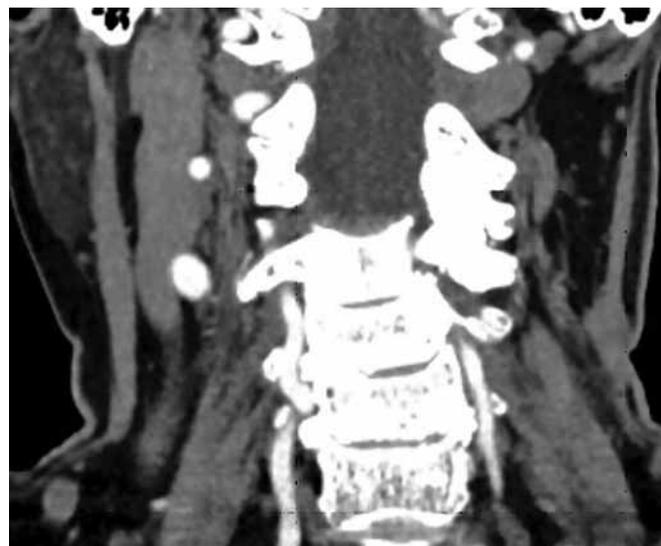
КТ шеи. Уменьшение размеров и количества видимых ранее периферических (шейных и подчелюстных) лимфатических узлов слева, однако структура сохраняющихся единичных неувеличенных лимфатических узлов по-прежнему неоднородна
